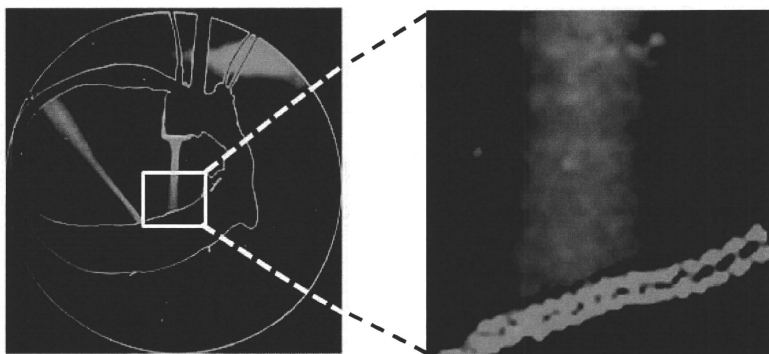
ヒト頭蓋骨内面での超音波が形成する定在波の例
